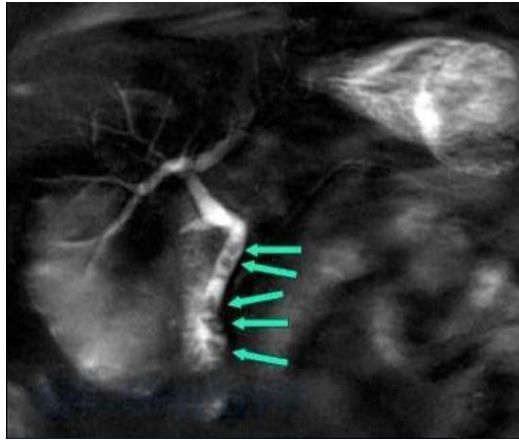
МРТ-холангиография. Холедохолитиаз
